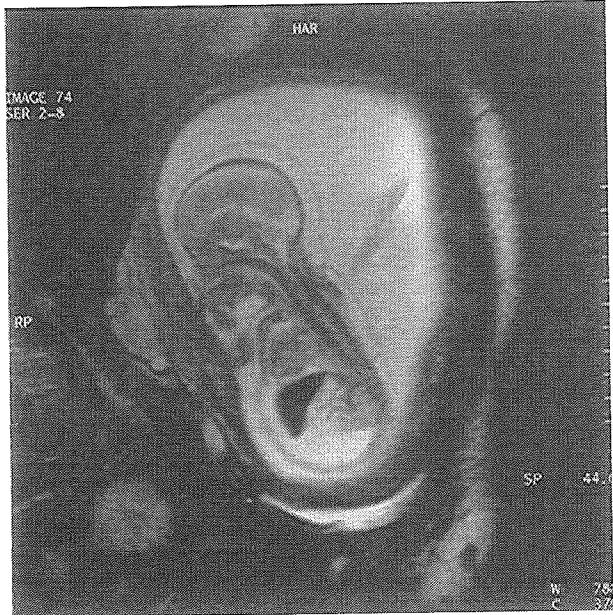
MR image of hydrops fetalis
